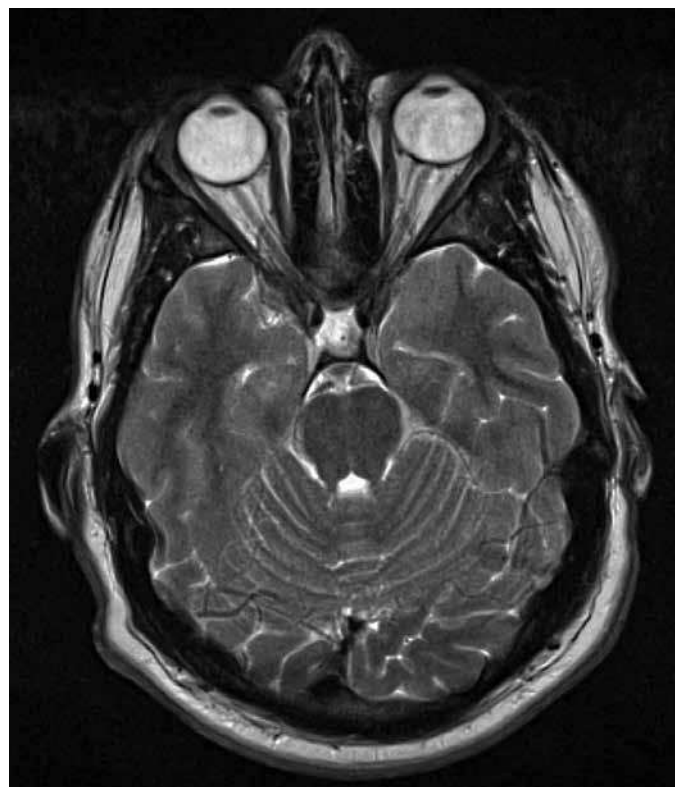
Axiales T2-gewichtetes cMRT mit Darstellung einer Erweiterung der Opticusscheide, als bestätigender MRT-Befund bei IIH
